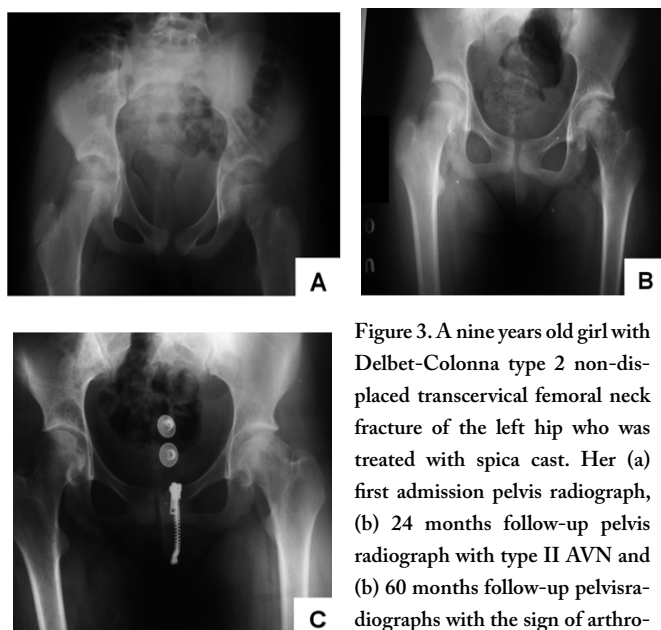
A nine years old girl with Delbet-Colonna type 2 non-displaced transcervical femoral neck fracture of the left hip who was treated with spica cast. Her (a) first admission pelvis radiograph, (b) 24 months follow-up pelvis radiograph with type II AVN and (c) 60 months follow-up pelvis radiographs with the sign of arthritis were shown.
